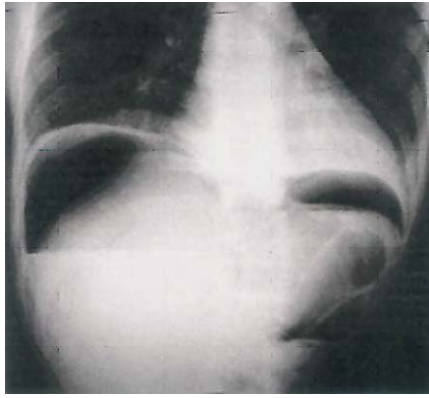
/1. Radiografía de pie en paciente con megacolon tóxico presentando aire debajo del diafragma por perforación intestinal.
